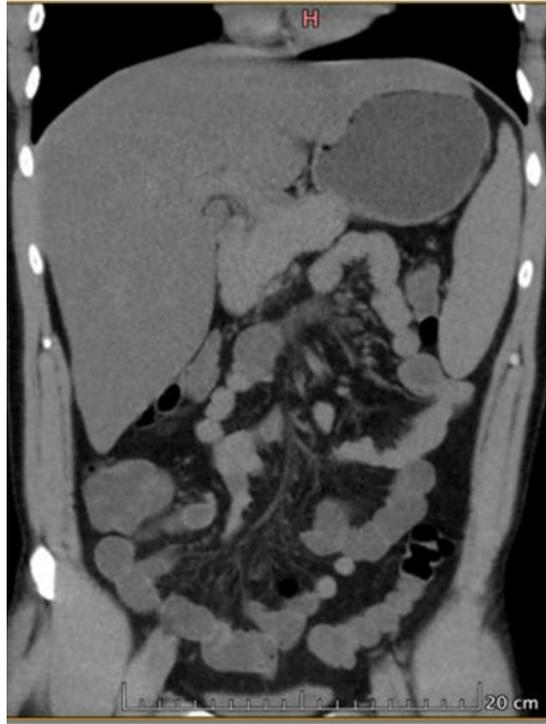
Tomografía de abdomen
